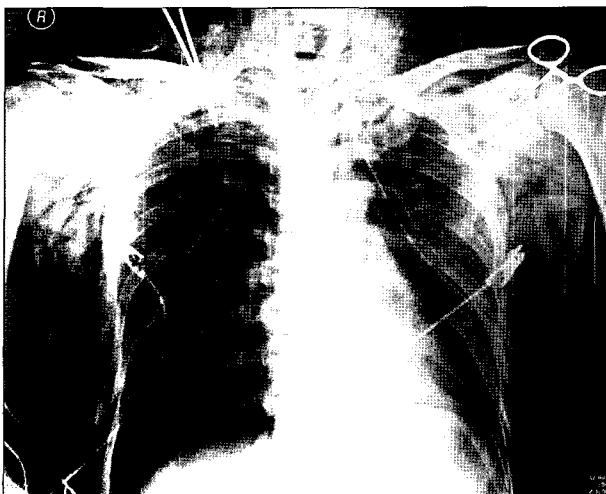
Preoperative chest X-ray finding. Closed thoracostomies were performed on both sides of the chest. Note the pneumomediastinum and subcutaneous emphysema on neck and chest wall.
